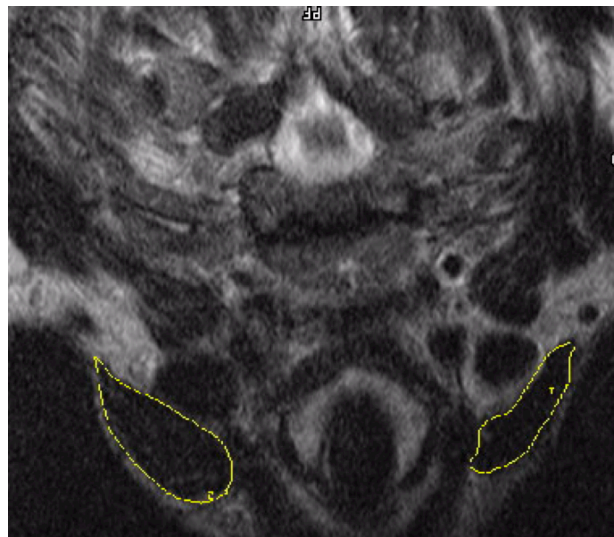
zeigt beispielhaft eine der 20-30 Schichten der MRT-Untersuchung eines Patienten mit Darstellung beider Mm. sternocleidomastoidei (gelb umrandet)
